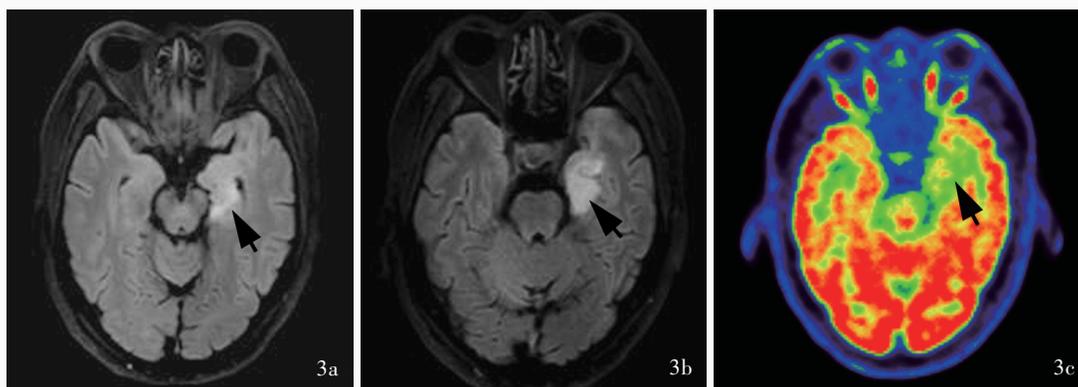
头部影像学检查所见 3a 横断面抑脂 FLAIR 成像左侧海马呈异常高信号(箭头所示) 3b 横断面抑脂 FLAIR 成像左侧颞叶内侧呈异常高信号(箭头所示) 3c 与 3b 同层面的 ^{18}F -FDG PET 显示左侧颞叶内侧呈低代谢(箭头所示)
